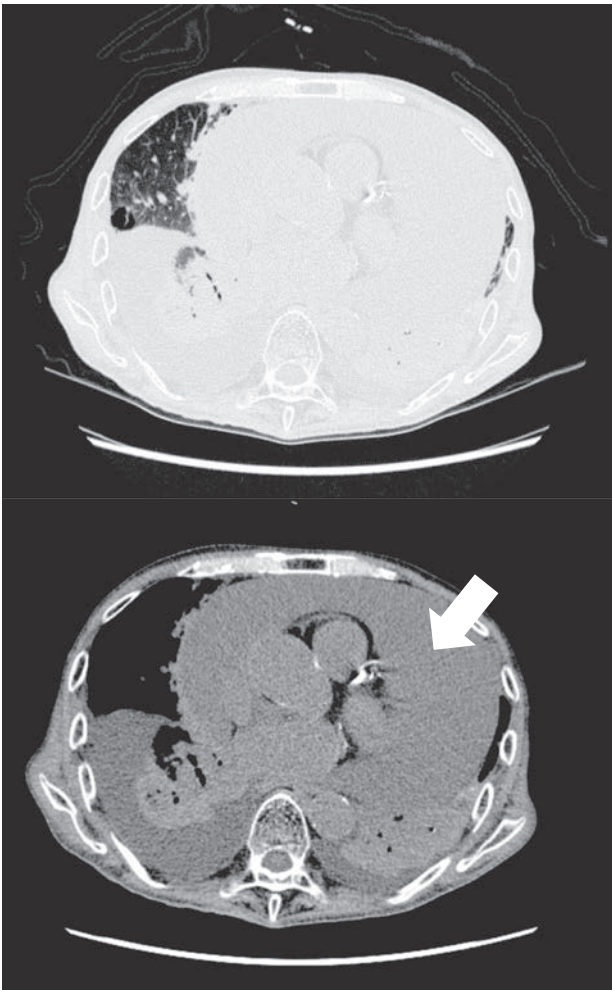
来院時胸腹部単純CT(上:肺野条件、下:縦隔条件)
